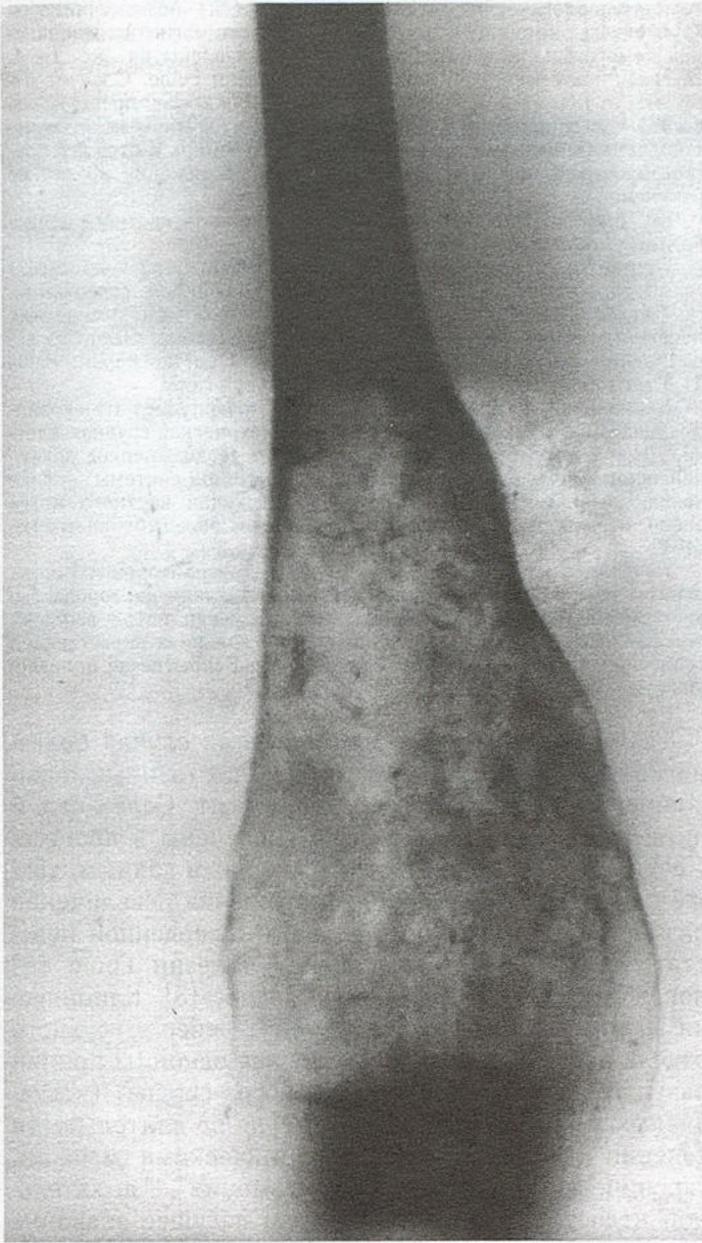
Рентгенограмма правой бедренной кости от V-1998 г. Булыкообразное вздутие дистального отдела с истончением кортикального слоя бедренной кости и множественными очагами разрежения.
